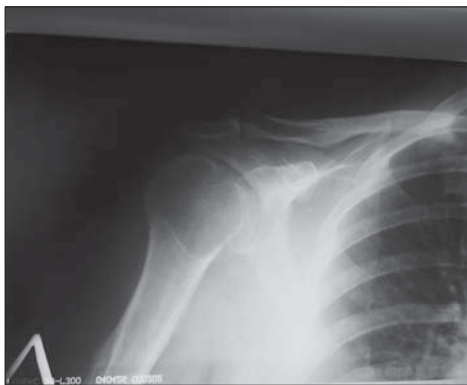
Рентгенограмма плечевого сустава больной
